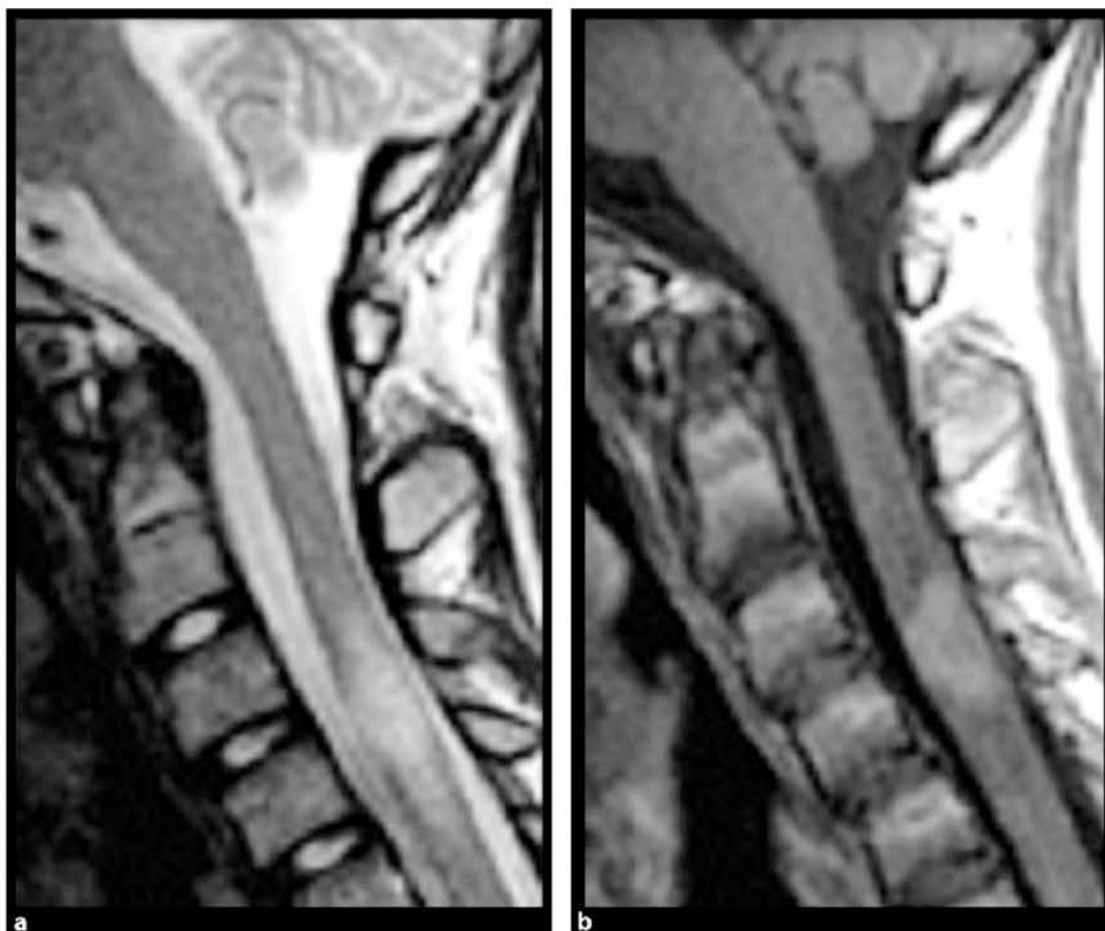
Οβελιαίες εικόνες σε ενδιάμεσο και T2 προσανατολισμό του ΝΜ σε ασθενή με SPMS. Ελέγχονται εκτεταμένες αλλοιώσεις, τόσο συρρέουσες εστιακές όσο και διάχυτες στην μεσότητα της θωρακικής μοίρας του ΝΜ και στην αυχενική μοίρα του ΝΜ. Bot JC, (2009) "Spinal Cord MRI in Multiple Sclerosis: Conventional and Nonconventional MR Techniques", *Neuroimaging Clin N Am.* 19(1):81-99.
